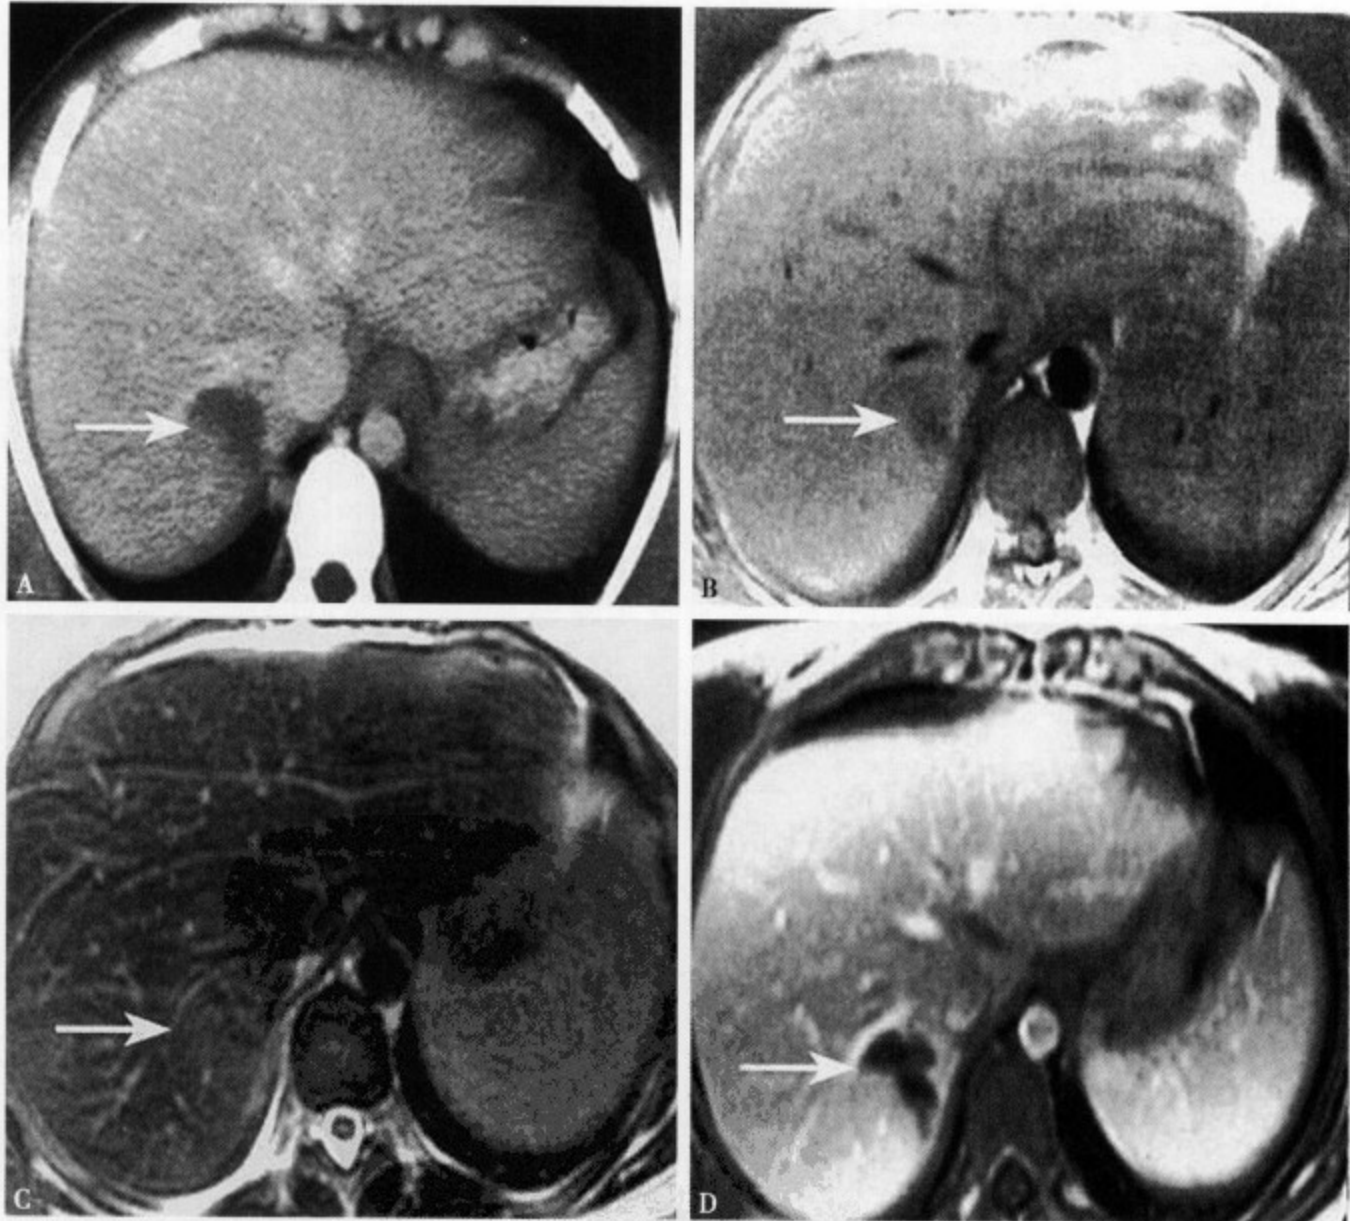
肝右叶挫裂伤：增强CT扫描(A)呈明显低密度影；MRI平扫T₁WI(B)病灶呈稍低信号影；T₂WI(C)病灶呈相对等信号影，难以辨别；增强T₁WI(D)病灶无强化，呈明显低信号影
